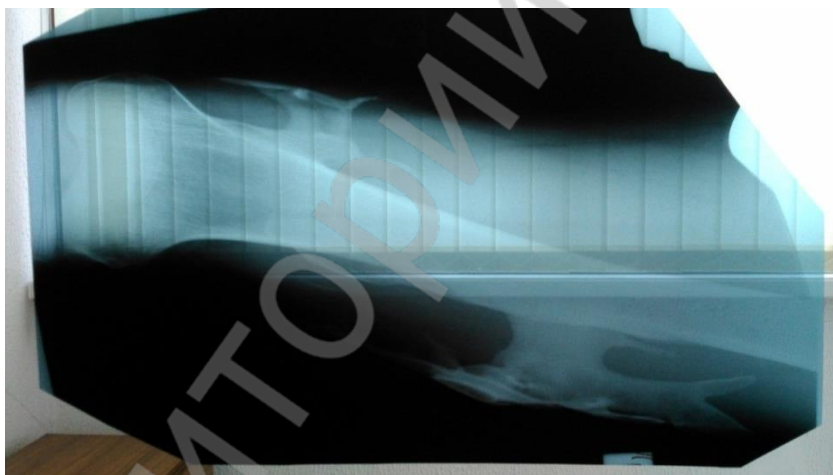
Рентгеновский снимок бедра пациента D
